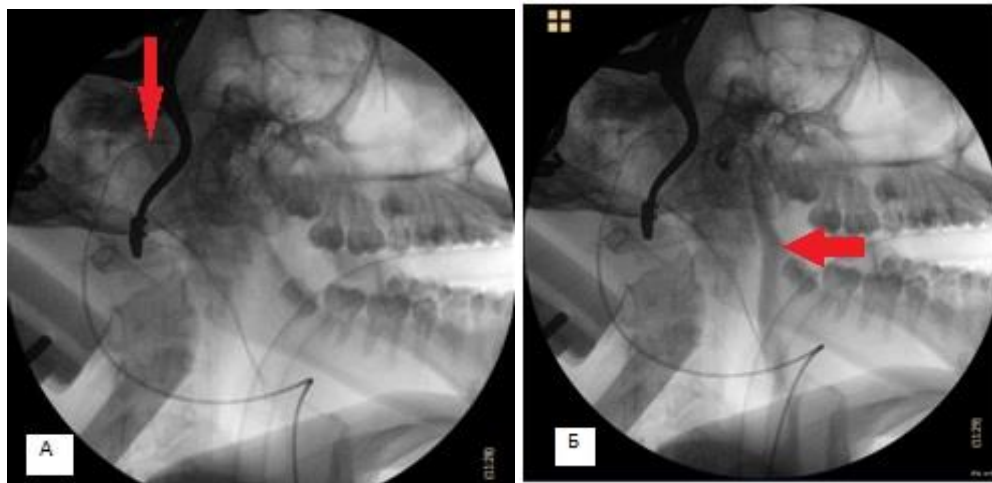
Больной С-ан Е.С., 13 лет, (И/б№ 31205/С2016), д-з: декомпенсированная гидроцефалия. Интраоперационный рентген контроль положения дистальной части шунта: А – положение катетера в поперечном и сигмовидном синусах (указан стрелкой), Б – после введения контрастного препарата «Ультравист 370» отмечается пассаж его по внутренней яремной вене (указан стрелкой)
